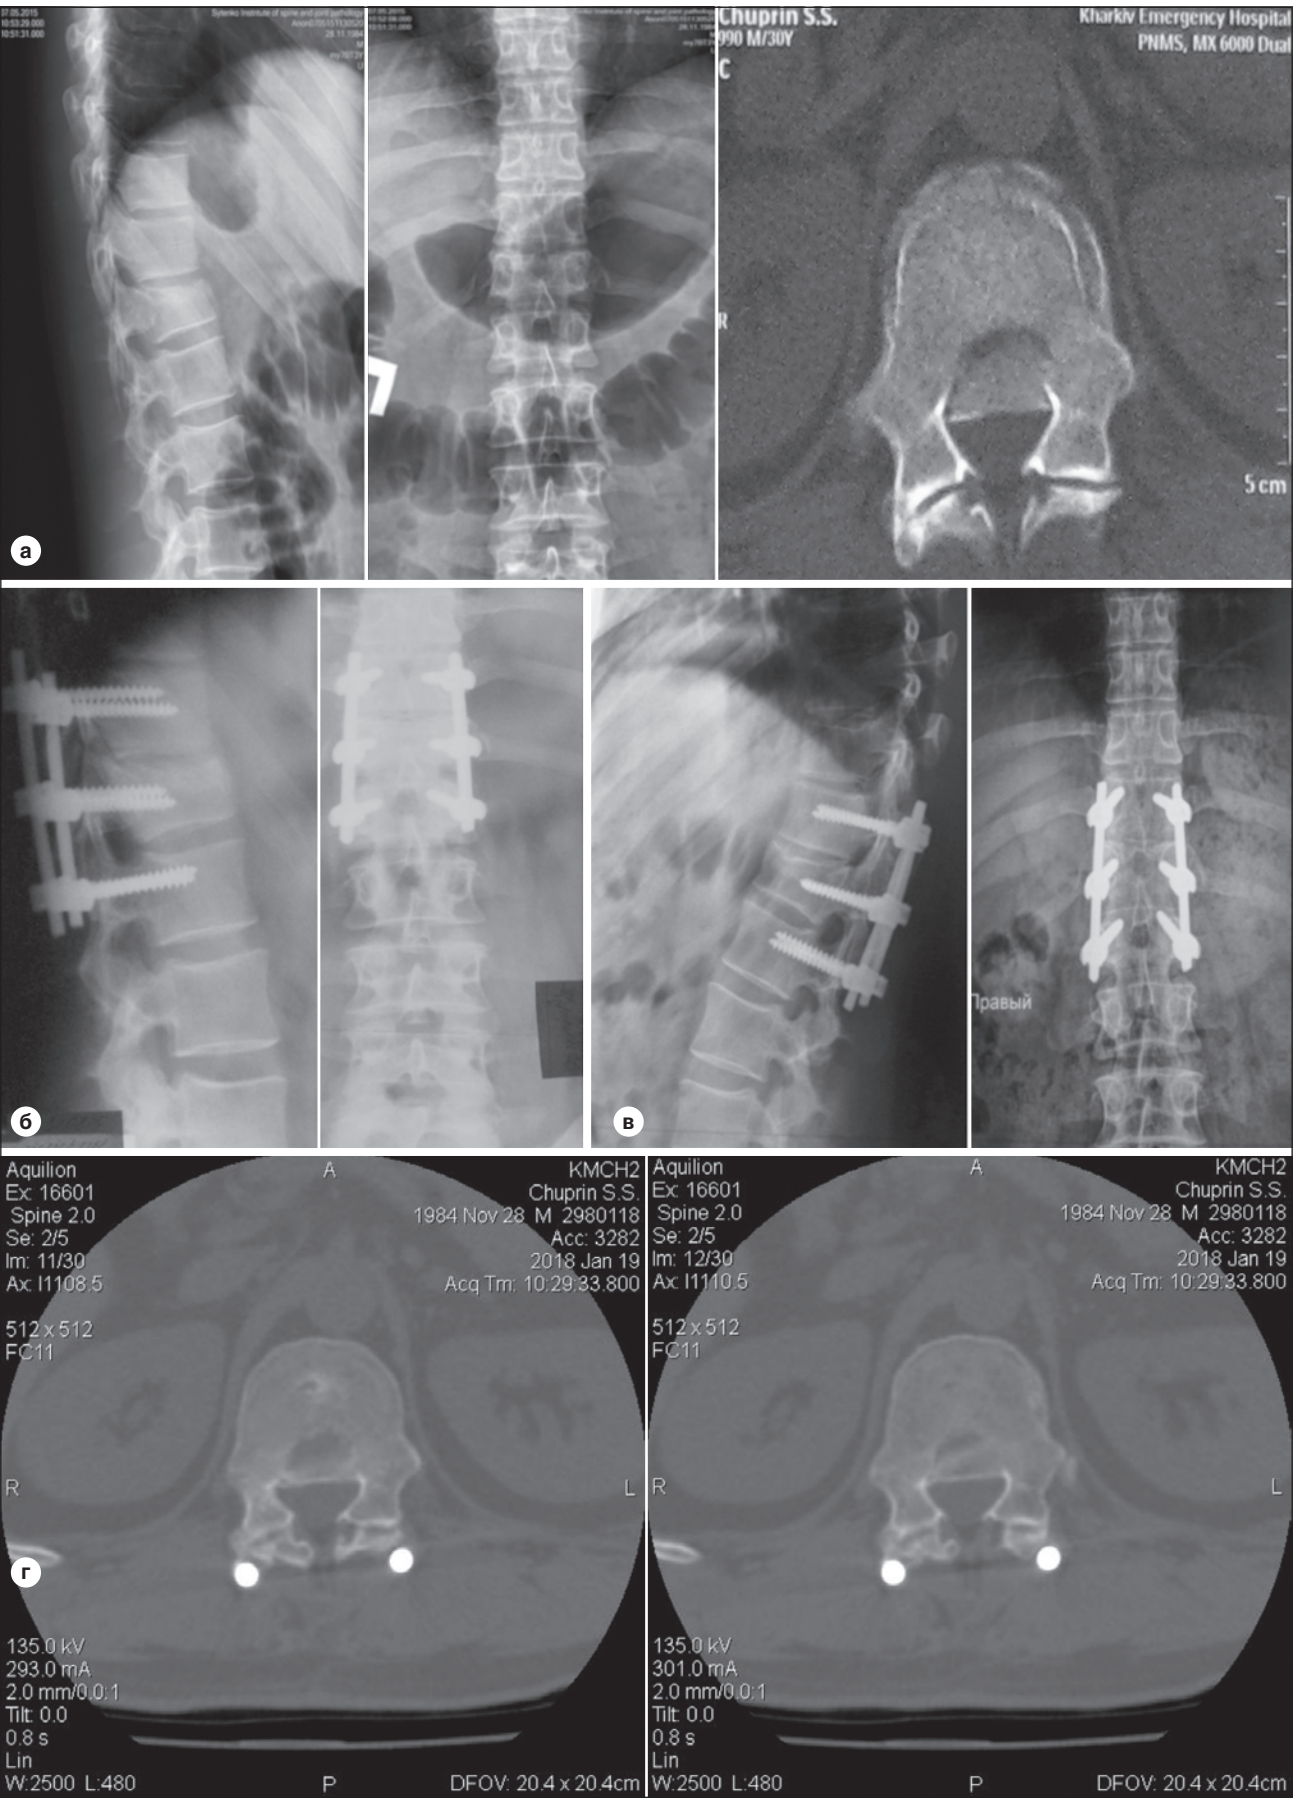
Рентгенограми й томограми хворого: а) до хірургічного втручання; б) після операції; в) через 1 рік після операції; г) через 2 роки після операції
